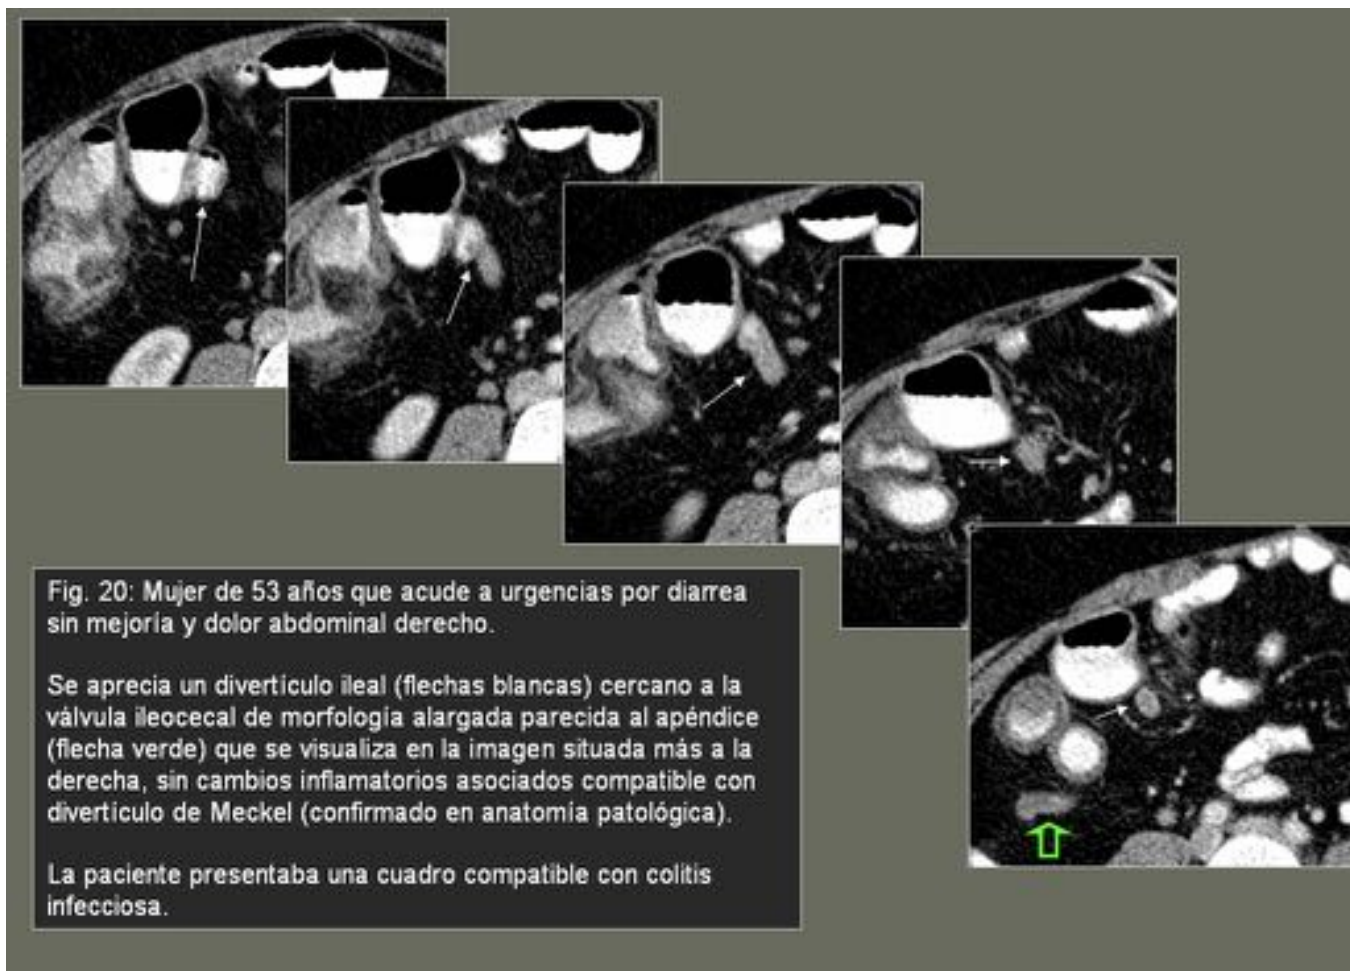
TC. DIVERTÍCULO DE MECKEL NO COMPLICADO.
